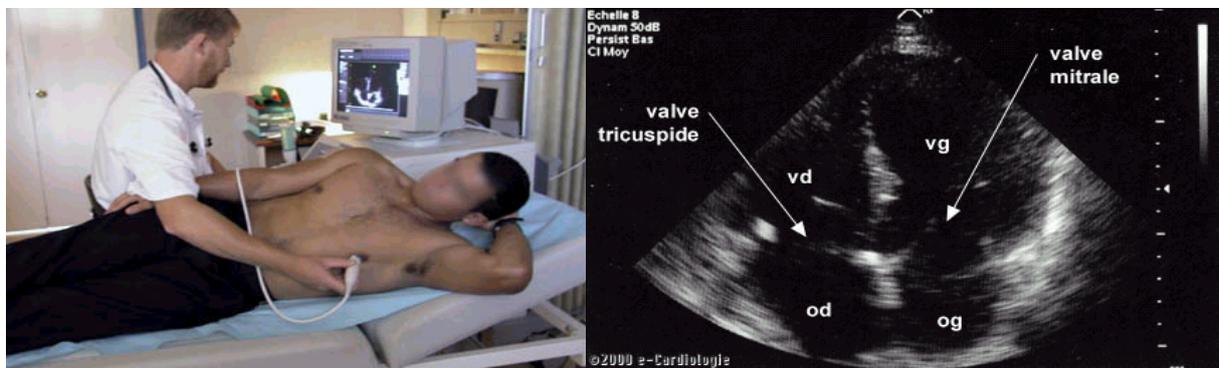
échographie myocardique de repos
